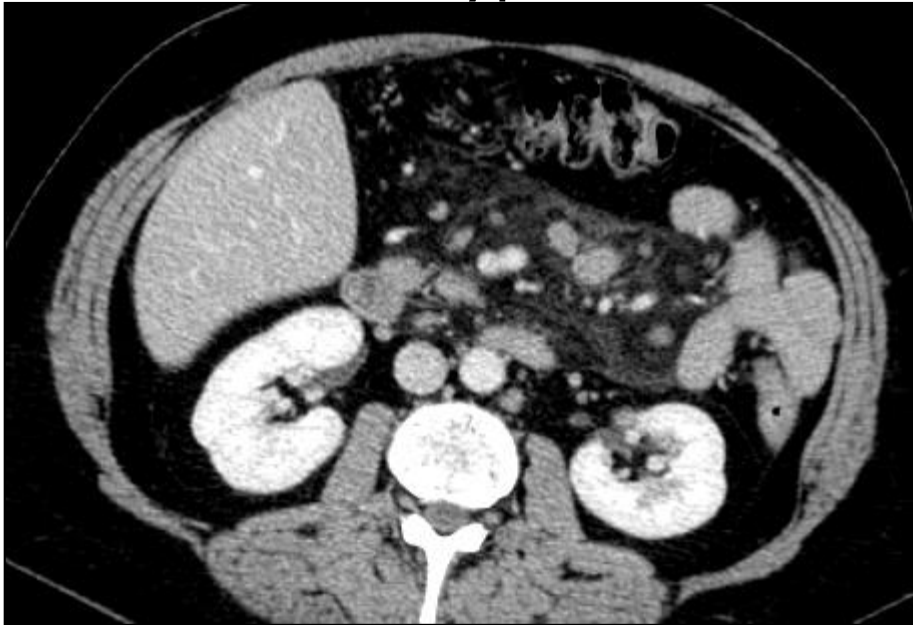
Coronal contrast-enhanced CT images of a 76-year-old female with thyroid cancer on axitinib showing diffuse haziness of the mesenteric root with small lymph nodes measuring up to 4 mm at A, initial imaging, and B 5 months later. Findings are consistent with sclerosing mesenteritis.
